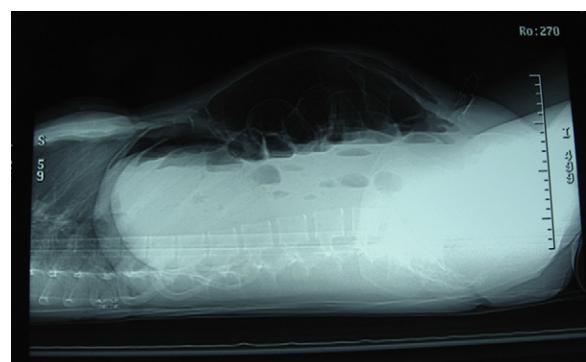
Radiografía de abdomen en decúbito en la que se observa la distensión de asas de intestino, los niveles hidroáreos y el neumoperitoneo.
